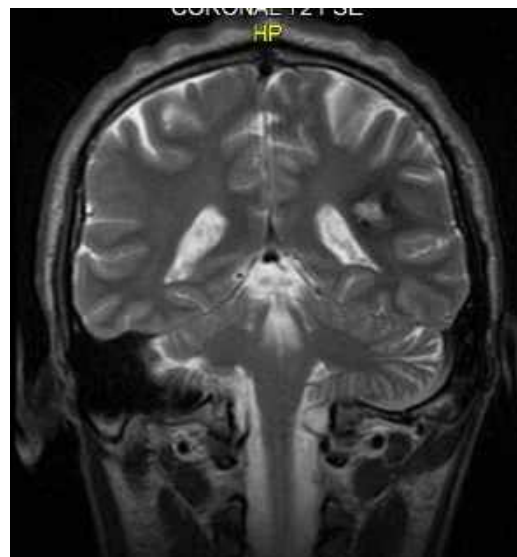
МРТ головного мозку (T2 ЗЗ, коронарний зріз). Кавернома лівої тім'яної частки (спостереження №100, хворий Ч-з, історія хвороби №28565).
